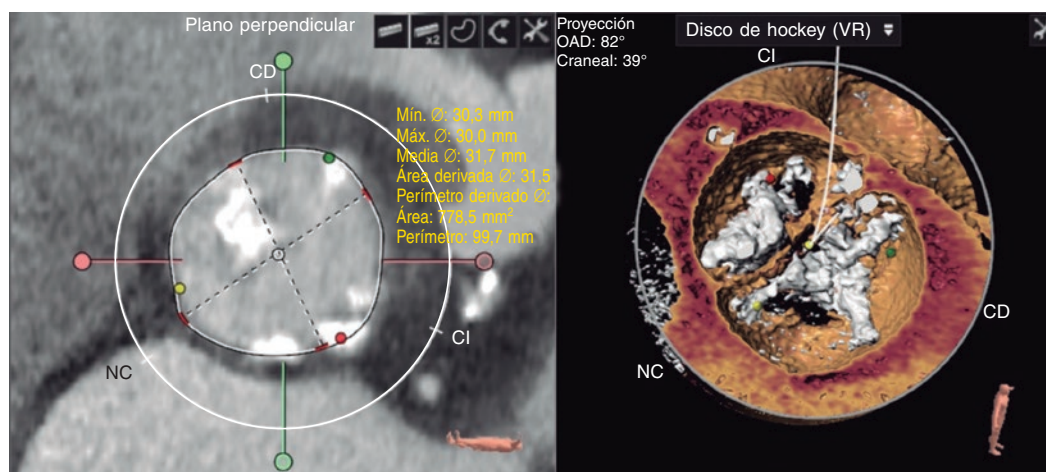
Imágenes de la tomografía computarizada. Izquierda: mediciones de la válvula. Derecha: reconstrucción de la válvula. CD: coronaria derecha; CI: coronaria izquierda; NC: no coronaria; VR: reconstrucción tipo *volume-rendering*.
